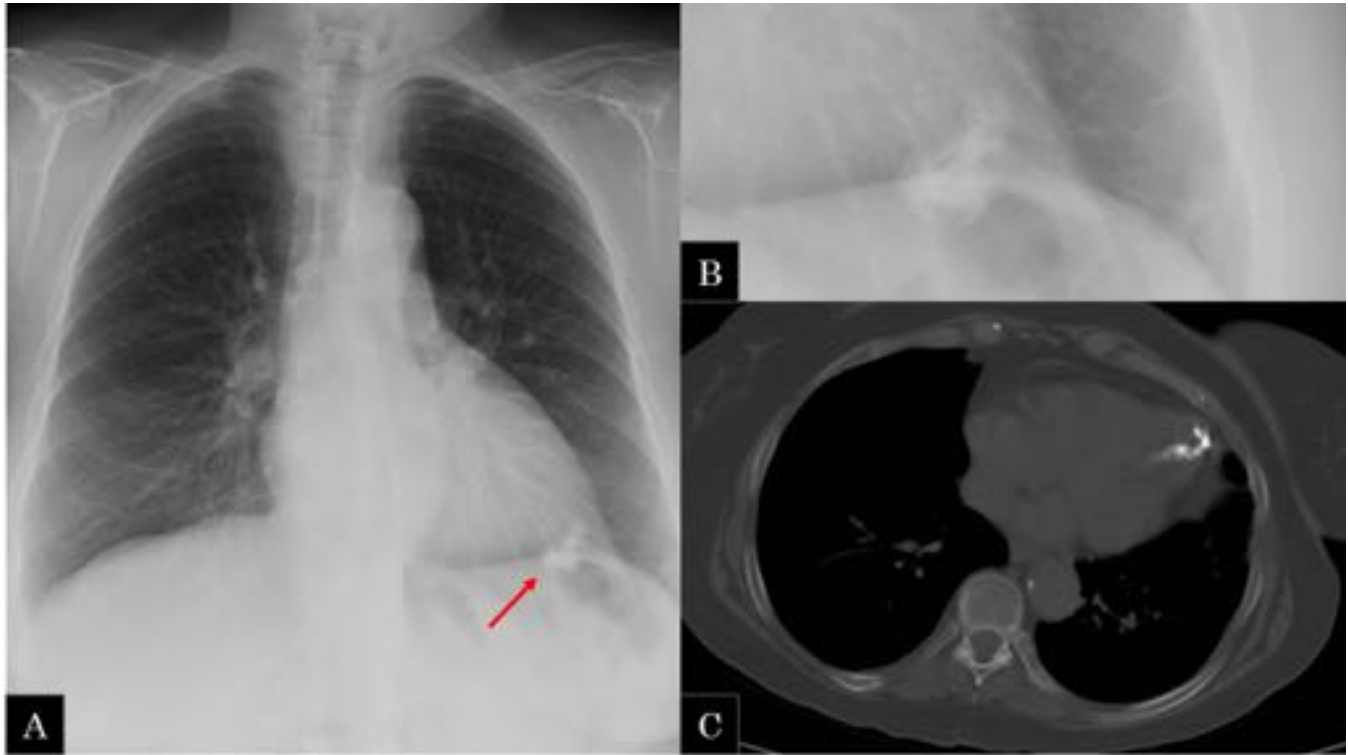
Mujer de 69 años. A) radiografía de tórax posteroanterior: se observa una calcificación grumosa a nivel del ápex cardiaco. B) imagen ampliada. C) corte axial de TC torácico: a nivel del ápex cardiaco se observa una calcificación gruesa intramiocárdica que comunica con la luz del ventrículo izquierdo y contacta con el pericardio.
